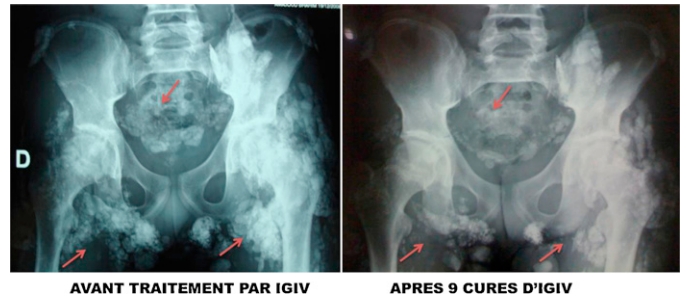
Radiographies du bassin face, avant « A » et après traitement par immunoglobulines intraveineuses « B », montrant une régression des calcifications.
